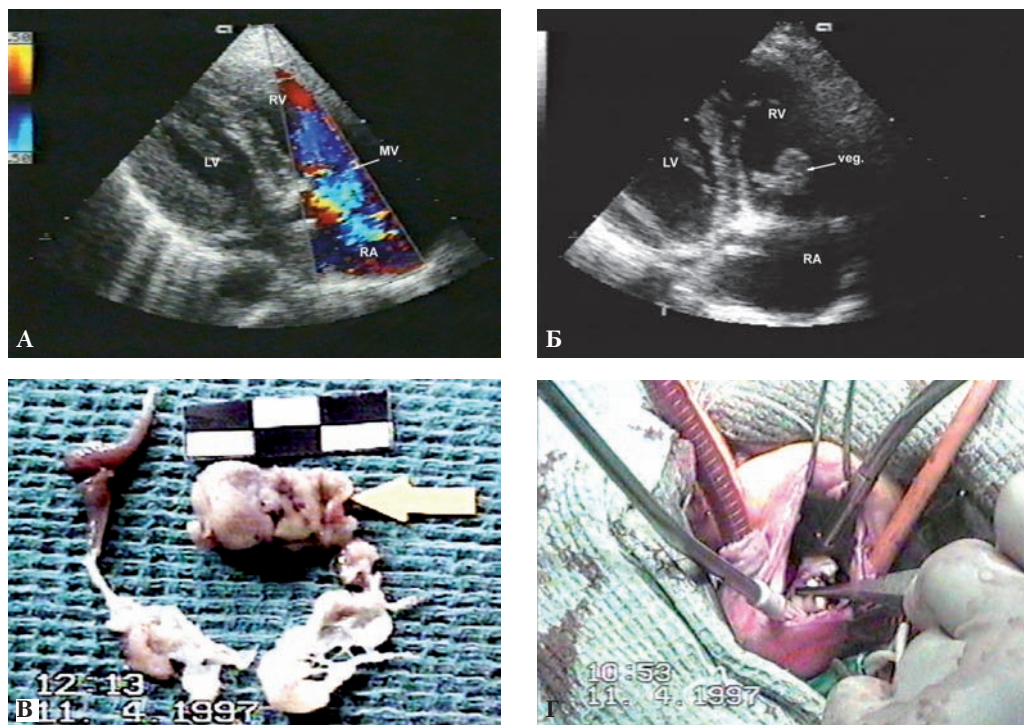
Больная Н., 20 лет. Инфекционный эндокардит трехстворчатого клапана, развившийся после прерывания беременности. А – при доплерографии трансальвулярного кровотока выявляется недостаточность трехстворчатого клапана III ст.; Б – при эхокардиографии в области ТК лоцируется крупная вегетация; В – препарат иссеченного ТК (клапан разрушен, на одной из створок – крупная вегетация); Г – этап операции – удаление вегетации, санация камер сердца и протезирования трехстворчатого клапана дисковым протезом ЭМИКС-31 в условиях искусственного кровообращения и холодной кардиopleгии.
